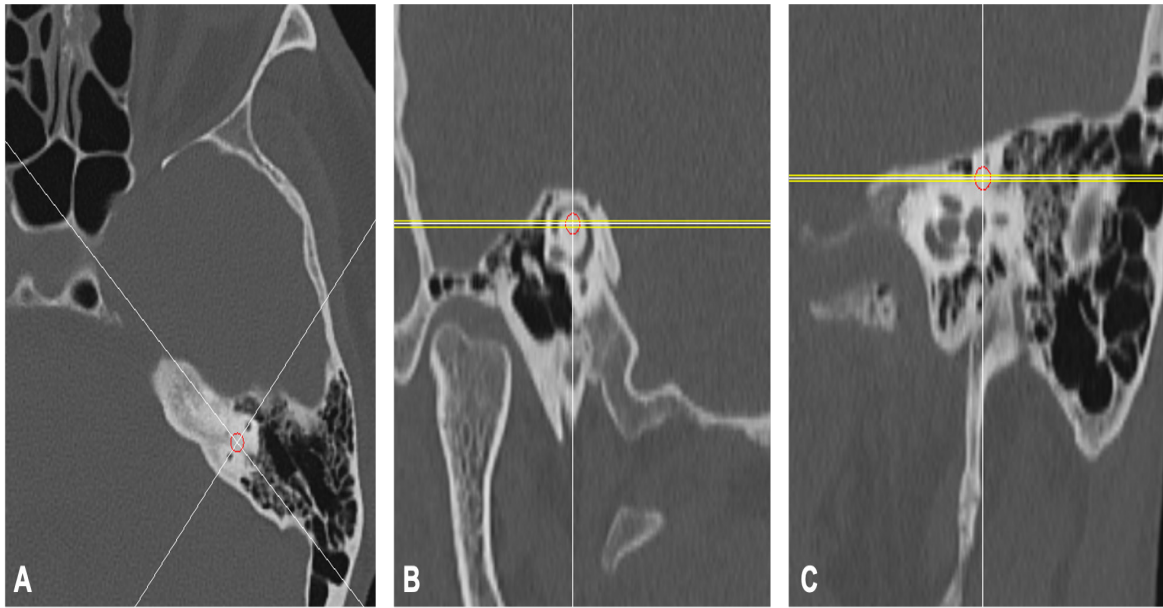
Reconstructions from the axial temporal bone CT (A), where superior semicircular canal appearing in forms of ascending limb, apex and descending limb as one complete ring in Pöschl's plane. Bone roof overlying the superior semicircular canal is intact. (B), Superior semicircular canal seen in Stenver's plane (C)
